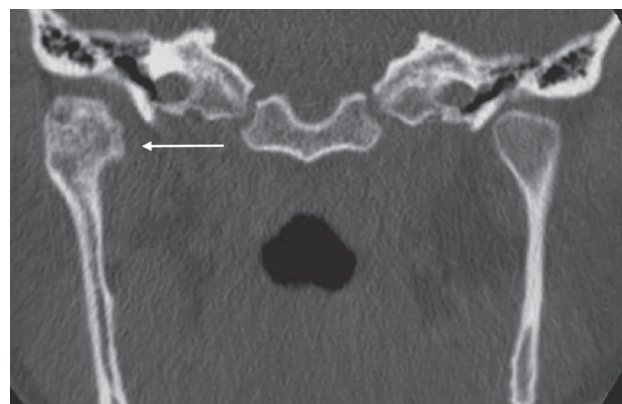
КТ, фронтальный срез. Остеохондрома мыщелкового отростка нижней челюсти справа
